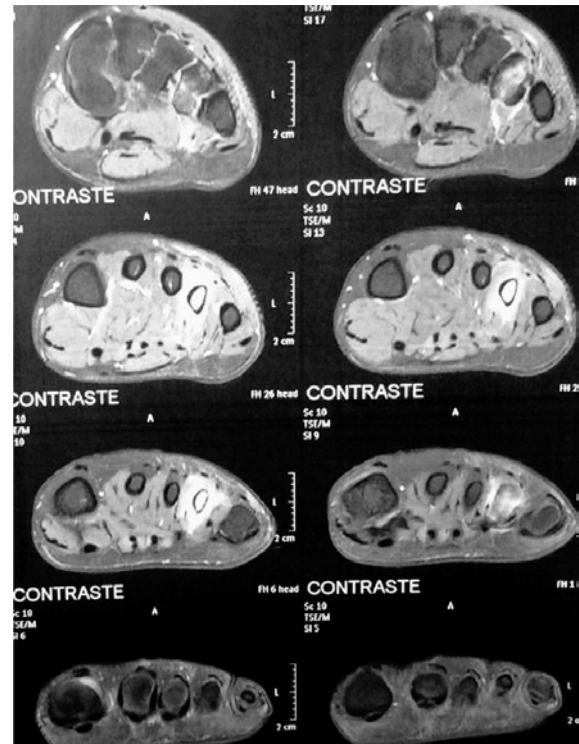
RMN: Corte coronal com hipersinal no quarto metatarso.
